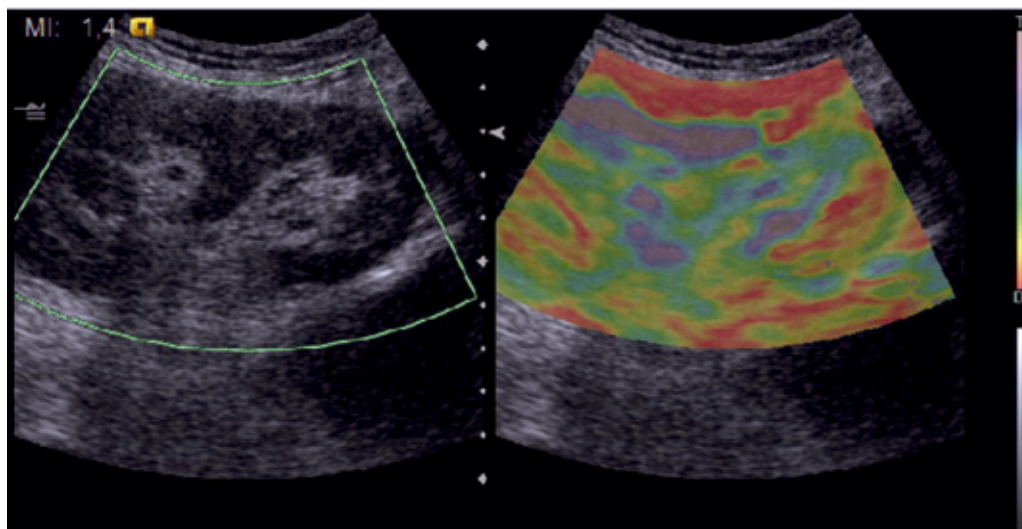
Valutazione elastosonografica qualitativa per lo studio del rene trapiantato. Viene inserita ROI (Region of Interest) nella sede di parenchima da valutare. Le variazioni di colore esprimono il grado di elasticità del parenchima studiato. La scala colore, dal viola al rosso, indica il grado di elasticità rispettivamente da soft ad hard.
